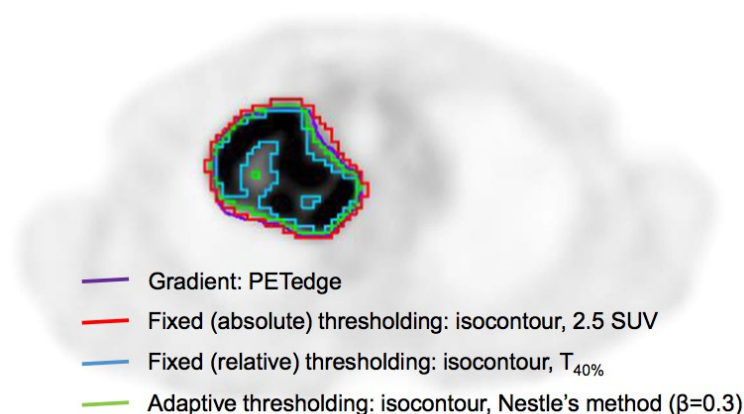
Segmentation tumorale en utilisant différentes méthodes de délinéation, image extraite de (35). (méthode du gradient, seuillage fixe avec $SUV > 2,5$ ou $> 40\%$ de SUV_{max} , seuillage adaptatif avec la méthode de Nestle)
